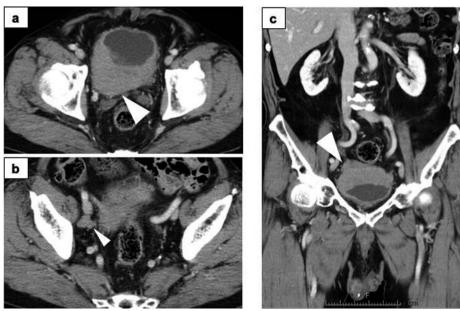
Abdominal CT image. (a) Abdominal contrast-enhanced computed tomography (CT) showed extensive bladder wall thickening accompanied by a contrast effect suspected of being extravesical invasion. (b) right external iliac lymphadenopathy. (c) Coronal section.
